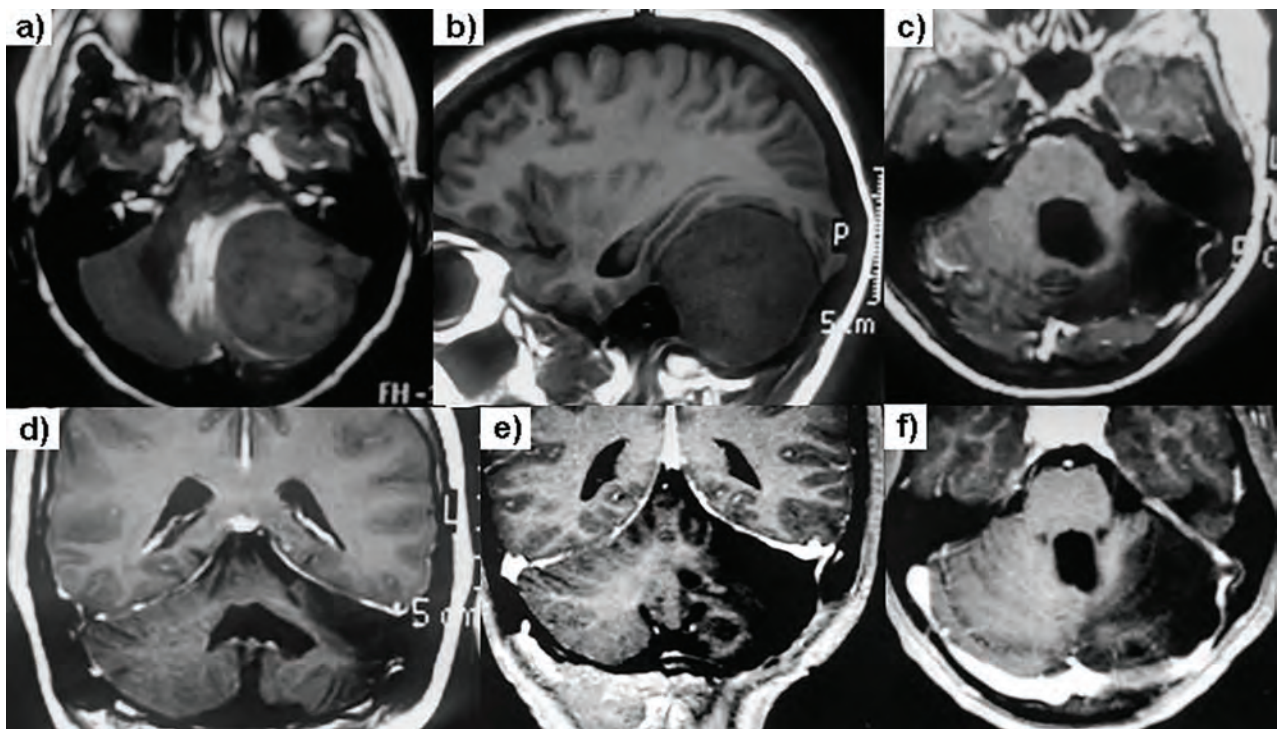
Paciente de 41 años, con cefalea e hipoacusia.; a) resonancia prequirúrgica; b) resonancia postquirúrgica.
